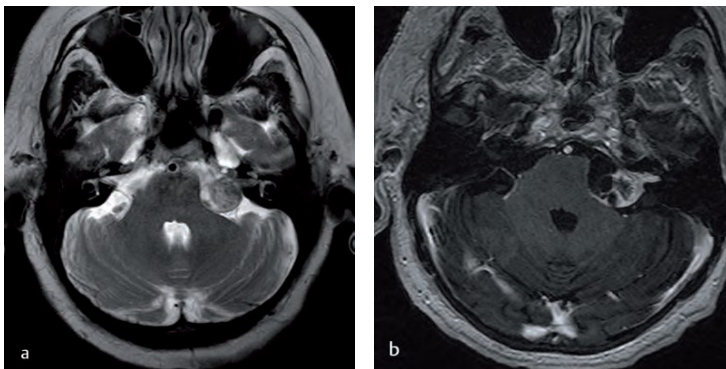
MRT eines Schwannoms des N. vestibularis links mit intra- und extrameataler Ausdehnung – a: T2w-Bild, b: T1w-Bild mit Kontrastmittelenhancement (aus Aschenbach und Eßer 2011).
